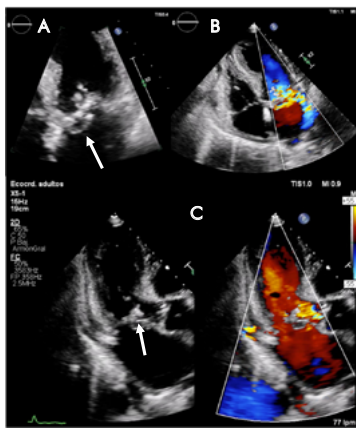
ETT. A. Zoom sobre válvula mitral en un plano apical 4 cámaras: pseudoaneurisma en el velo anterior (flecha). B. Doppler color sobre la válvula mitral: insuficiencia mitral severa. C. Modo comparar color en un plano apical 3 cámaras: posible injerto endocardítico en el tracto de salida de VI (flecha) e insuficiencia aórtica.
